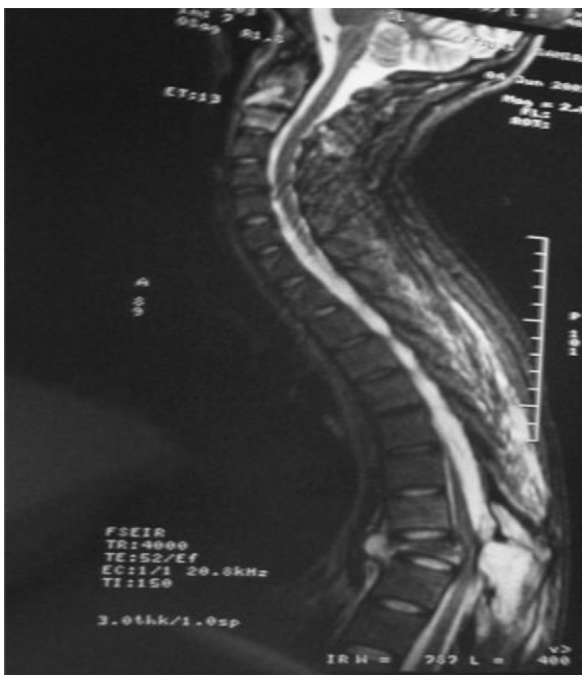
Case 6. MRI of the spine, sagittal STIR sequence: compaction of D9 with biconcave drop and angulation of the posterior wall of the spine at that level responsible for spinal cord compression.
